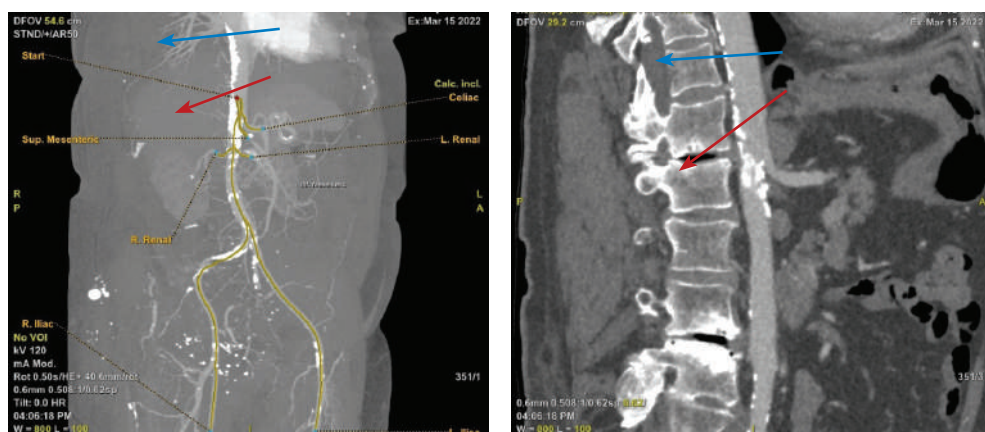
МСКТ-ангиография аорты. MPR, MIP. Стеноз супраренального отдела аорты (красная стрелка), кальцинированные бляшки, расположенные на задней поверхности аорты (синяя стрелка)
